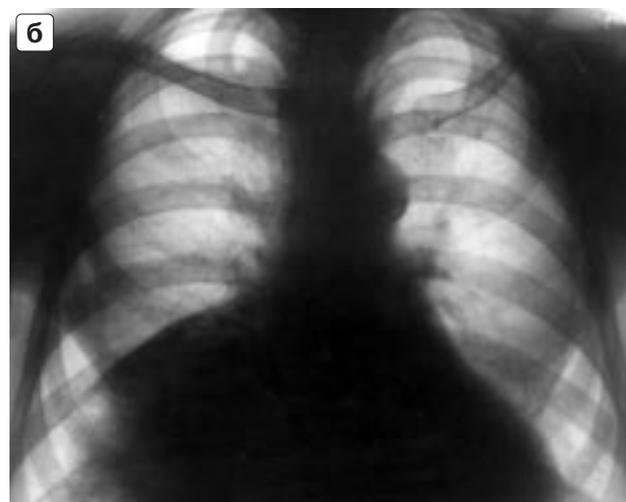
Правосторонняя парастеральная диафрагмальная грыжа. Рентгенограмма в прямой проекции (а) и в той же проекции через 6 лет (б).
